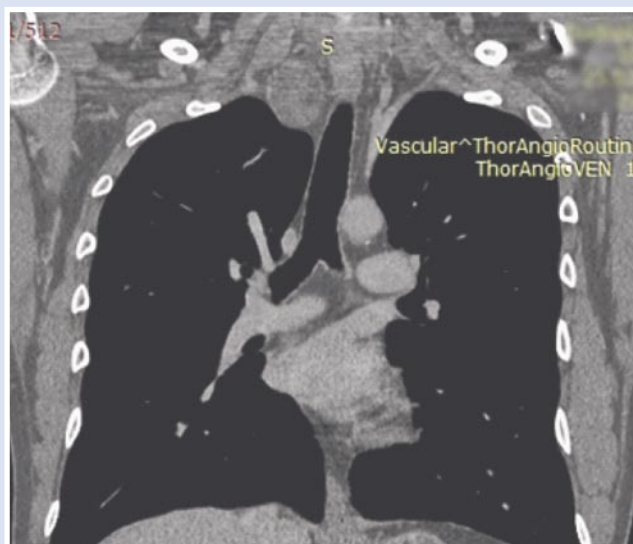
КТ органов грудной клетки до операции. Образование обтурирует верхнедолевой бронх справа.
